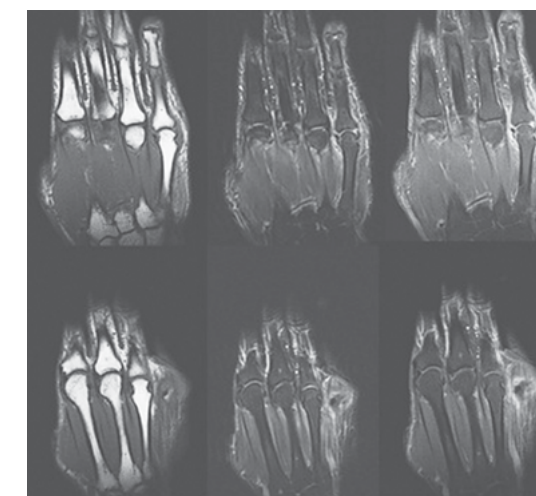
Ressonância magnética de mãos revelando a ausência de erosões ósseas
